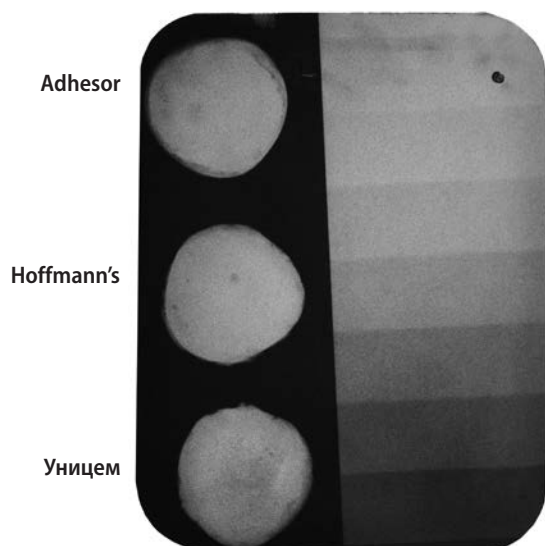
Рентгеноконтрастность цинк-фосфатных цемента
